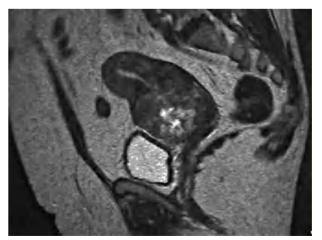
Resonancia magnética. Gran lesión tumoral localizada en el cérvix y el istmo uterino.
